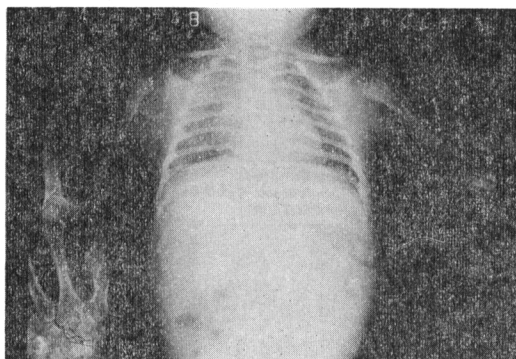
Case 7, X-ray finding after administration of tobramycin
